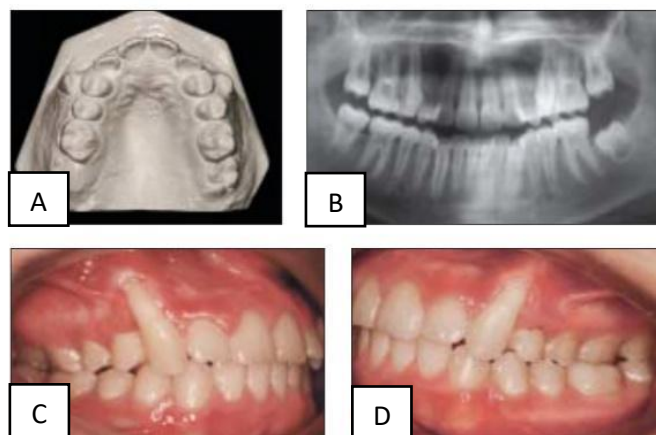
Caso clínico de transposición bilateral canino/premolar superiores. Modelo (A) y radiografía panorámica pretratamiento (B). Fotos intraorales postratamiento (C y D). En: Sabri et al ⁽³⁵⁾.
